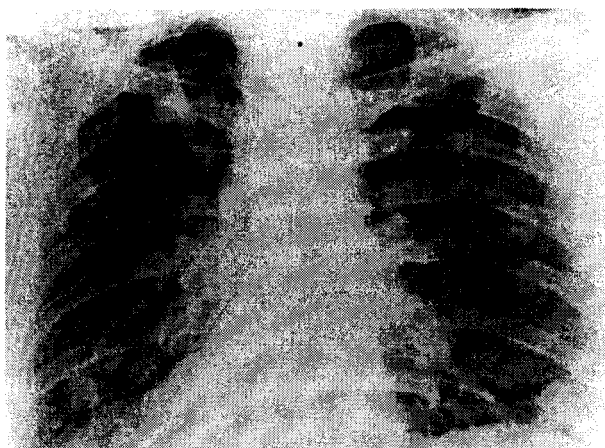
Radiografie toraco-pulmonară – multiple imagini radio-opace, diseminate în ambele câmpuri pulmonare, sugerând metastaze hematogene (pacient cu tumoră renală dreaptă tip Grawitz).
